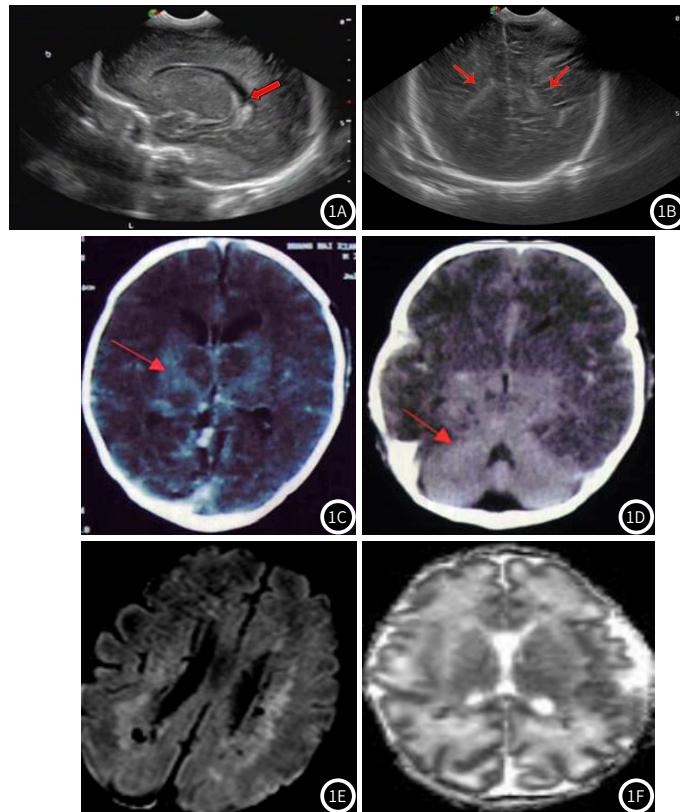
脑室内出血头颅US图像；图1B HIE US图像；图1C 广泛蛛网膜下腔出血CT图像；图1D HIE CT图像；图1E 深部白质区、生发基质层出血MRI SWI图像；图1F 脑室周围白质异常MRI ADC图像。
